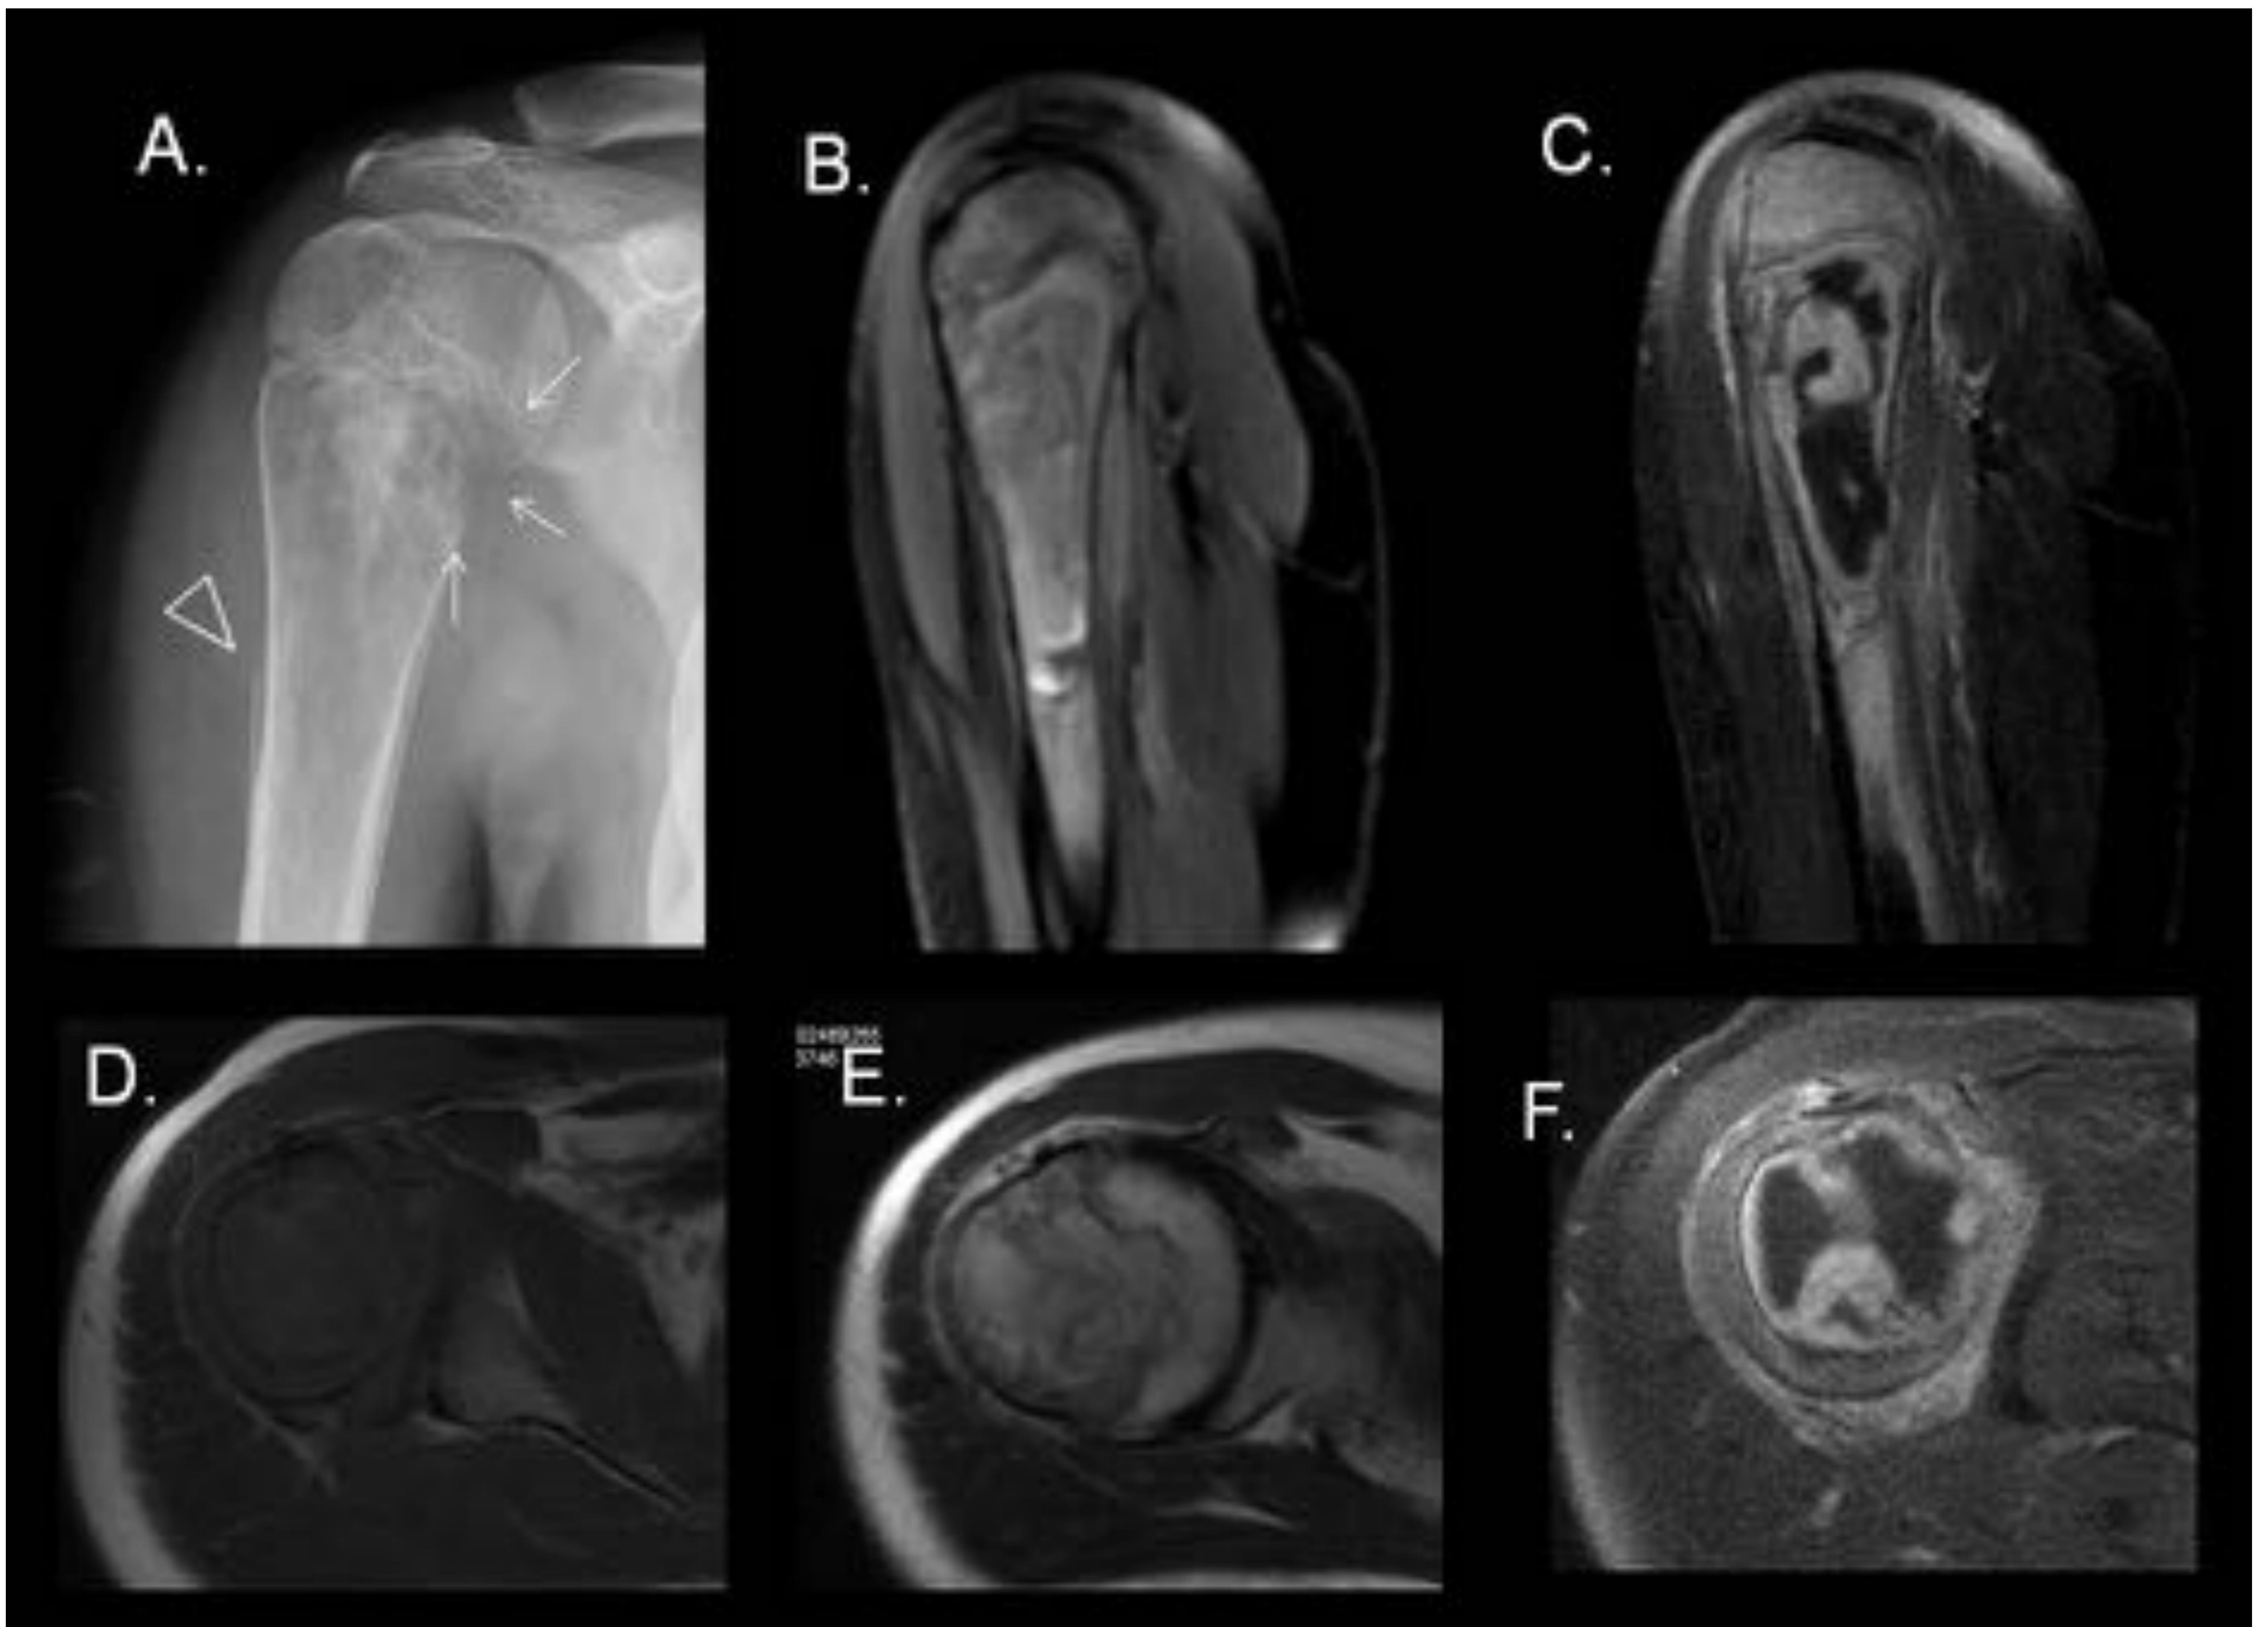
Sarcoma de Ewing. Radiografía del hombro derecho AP (A) y RM con secuencias en sagital T1 FATSAT sin y con contraste (B y C) y secuencias axiales T1 (D), T2 (E) y T1 FATSAT con contraste iv. En un varón de 19 años se observa una lesión lítica en región epífiso-metáfiso-diafisaria humeral derecha que produce destrucción de la cortical (flechas blancas) en región medial de la cabeza con reacción perióstica asociada (triángulo de Codman, cabeza de flecha). Tras la administración de contraste presenta realce heterogéneo de la región periférica y ausencia de contraste de una zona central compatible con necrosis. Asocia una masa de partes blandas que rodea de forma circunferencial toda la metáfiso-diáfisis femoral. Se planteó el diagnóstico diferencial entre osteosarcoma y sarcoma Ewing, confirmándose éste último tras BAG.
